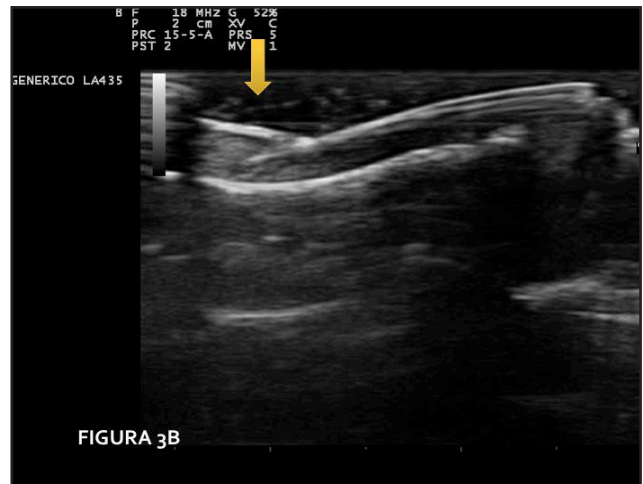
La ecografía cutánea muestra una hipoeogenicidad de la dermis asociada a la pérdida de definición de las tablas ventral y dorsal de la región proximal de la uña.
